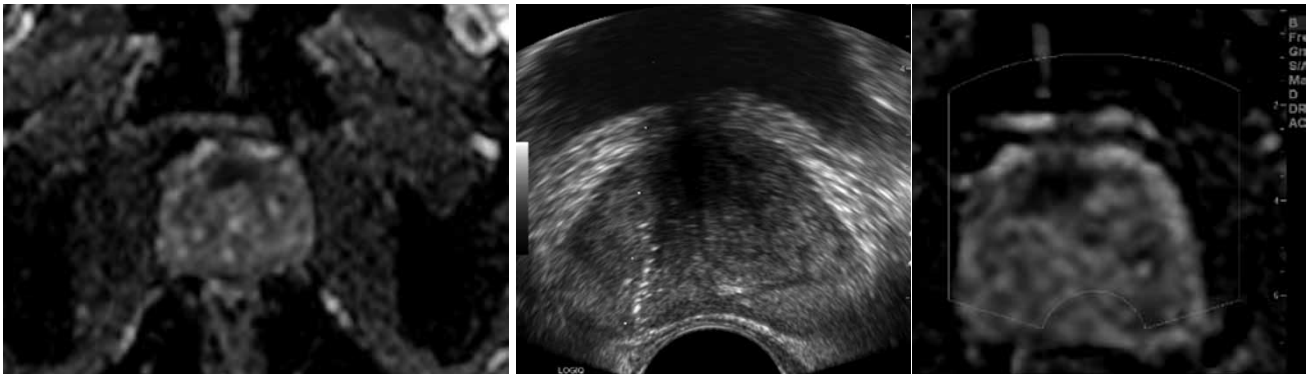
Magnetic resonance imaging-ultrasonography fusion image of prostate cancer. (A) apparent diffusion coefficient map of 68-year-old man with history of negative transrectal ultrasound guided biopsy results showed definite signal drop on anterior area of prostate, which suggest prostate cancer on this area. (B) Magnetic resonance imaging-ultrasonography fusion image guided biopsy was performed on this area and the pathologic report revealed that prostate cancer with Gleason score of 8 (4+4).
